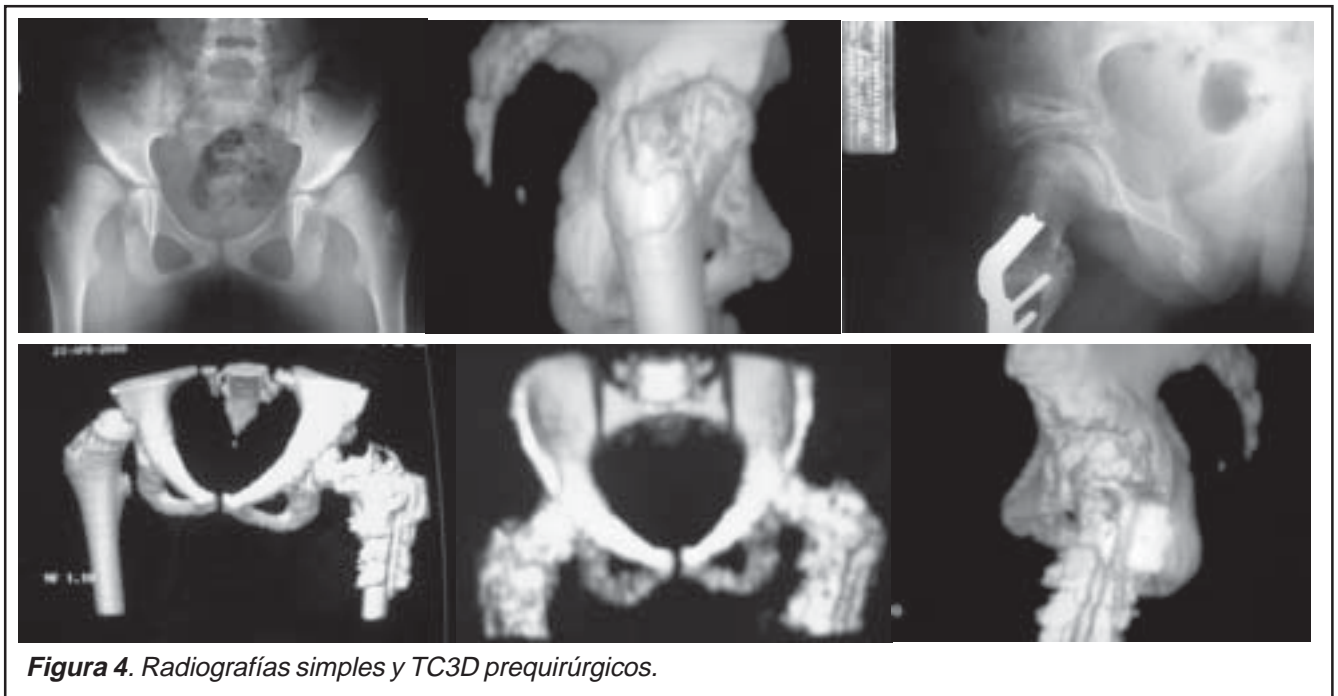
Radiografías simples y TC3D prequirúrgicos.
